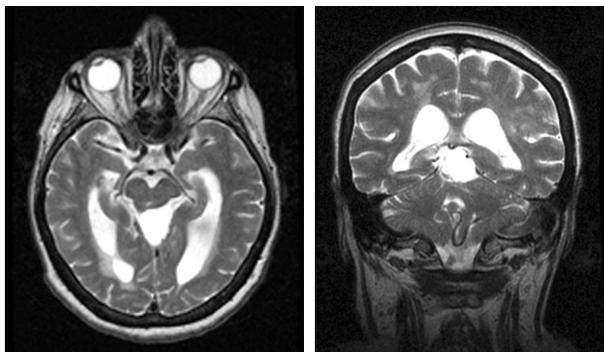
Пациентка Z. МРТ T2 ВИ. 7 сутки после операции. Опухоль не визуализируется.
